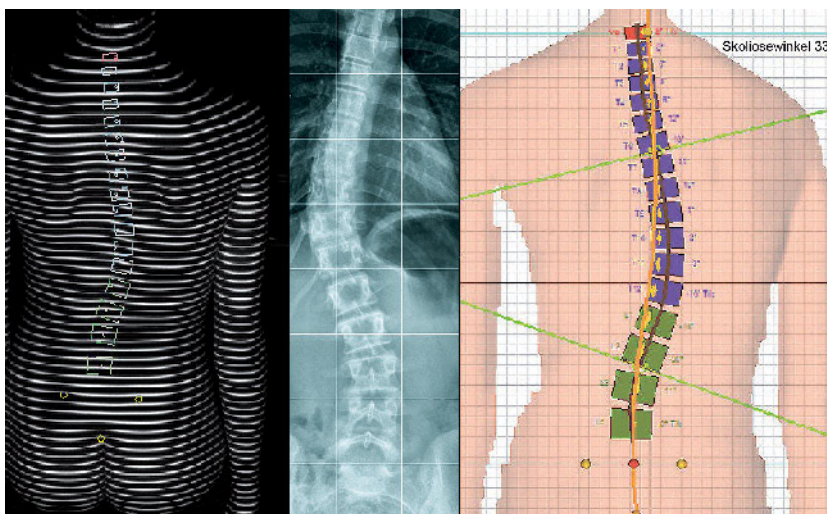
Deckungsgleichheit der skoliotischen Wirbelsäulenkurvaturen der Oberflächenrekonstruktion mit berechnetem rasterstereographischem Skoliosewinkel (hier: 33°) und röntgenologischem COBB-Winkel (32°) bei ausgeprägter Skoliose (weiblich, 13 Jahre; Achtung: seitenverkehrte Skoliosekrümmung bei ap-Strahlengang).
